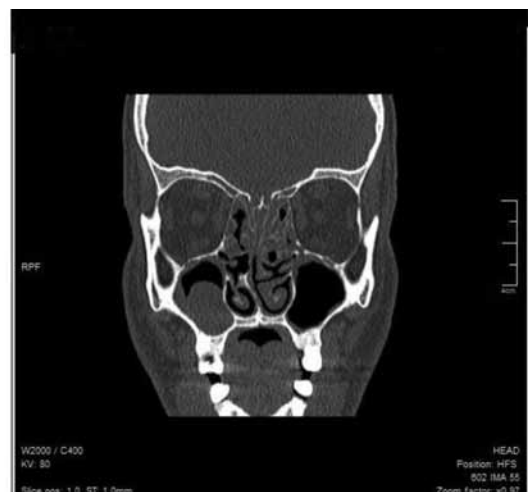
Coronal section of preoperative CT scan (Ostiomeatal complex)
